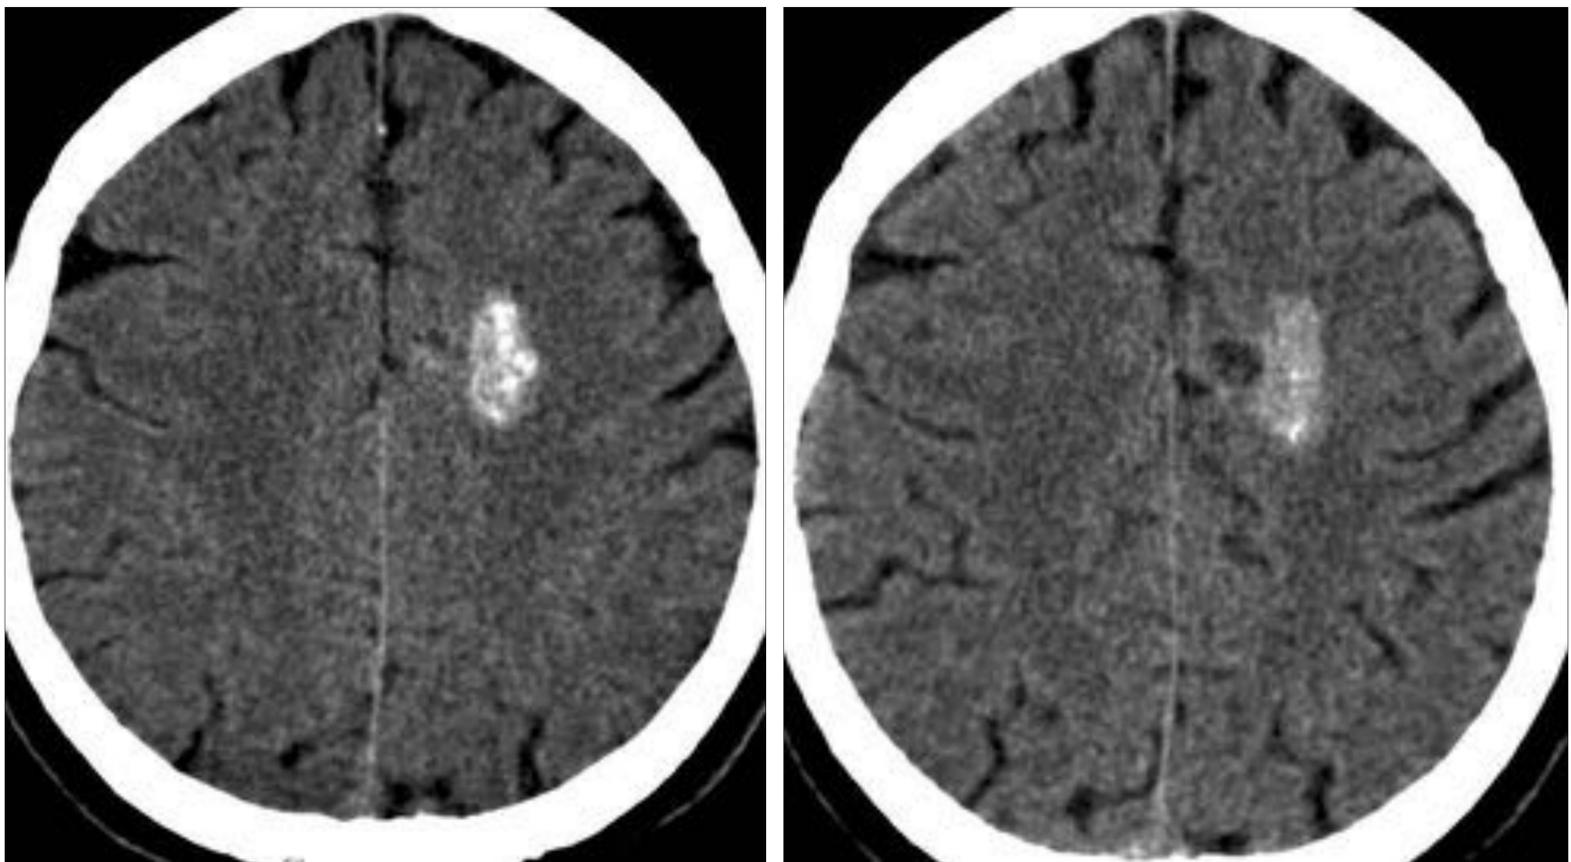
Angiomas Cavernosos con sangrado + Angioma Venoso en TC sin CIV.
